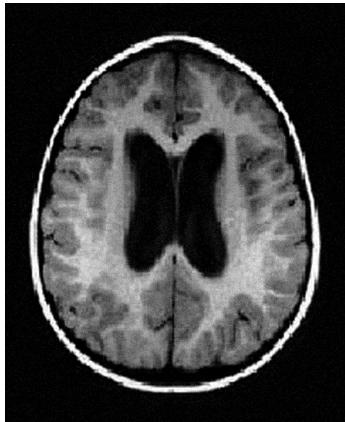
МРТ головного мозга: окклюзия гидроцефалии
